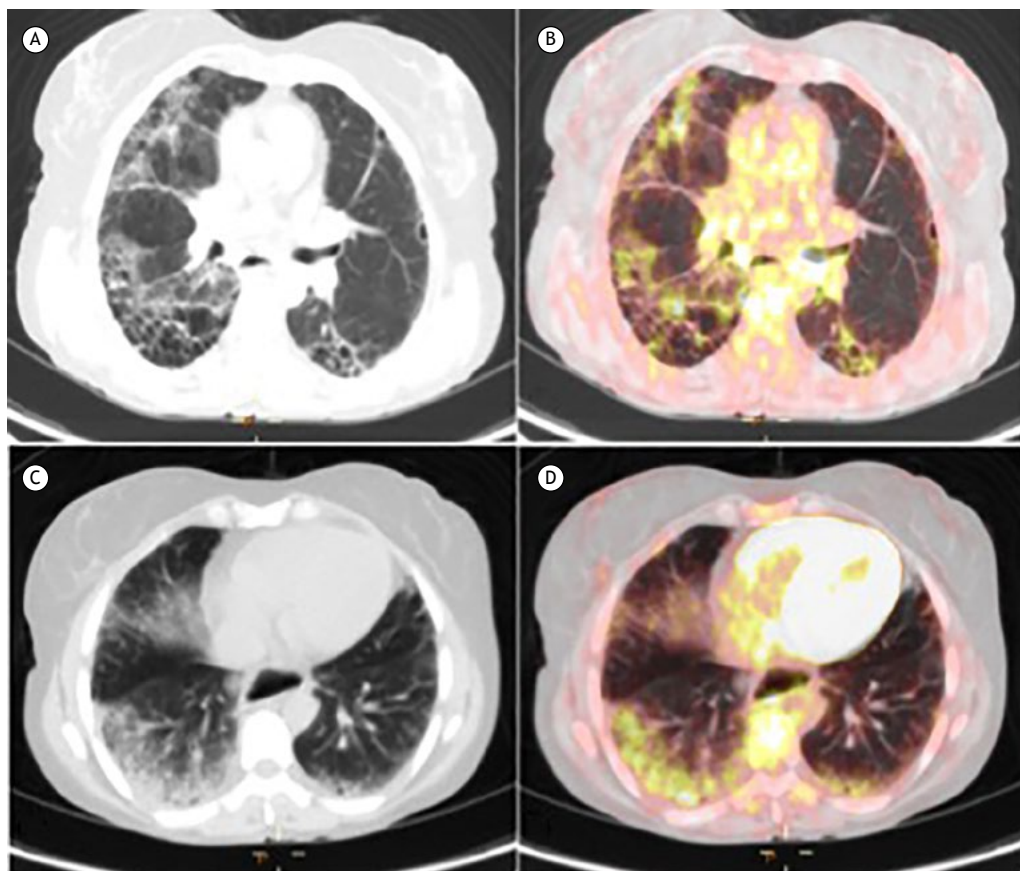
TC de tórax com baixa dose de radiação e PET/TC de tórax mostrando faveolamento (em A), com distribuição esparsa de captação anormal de ^{18}F -FDG (em B), e opacidade em vidro fosco (em C), com distribuição uniforme de captação anormal de ^{18}F -FDG (em D).
